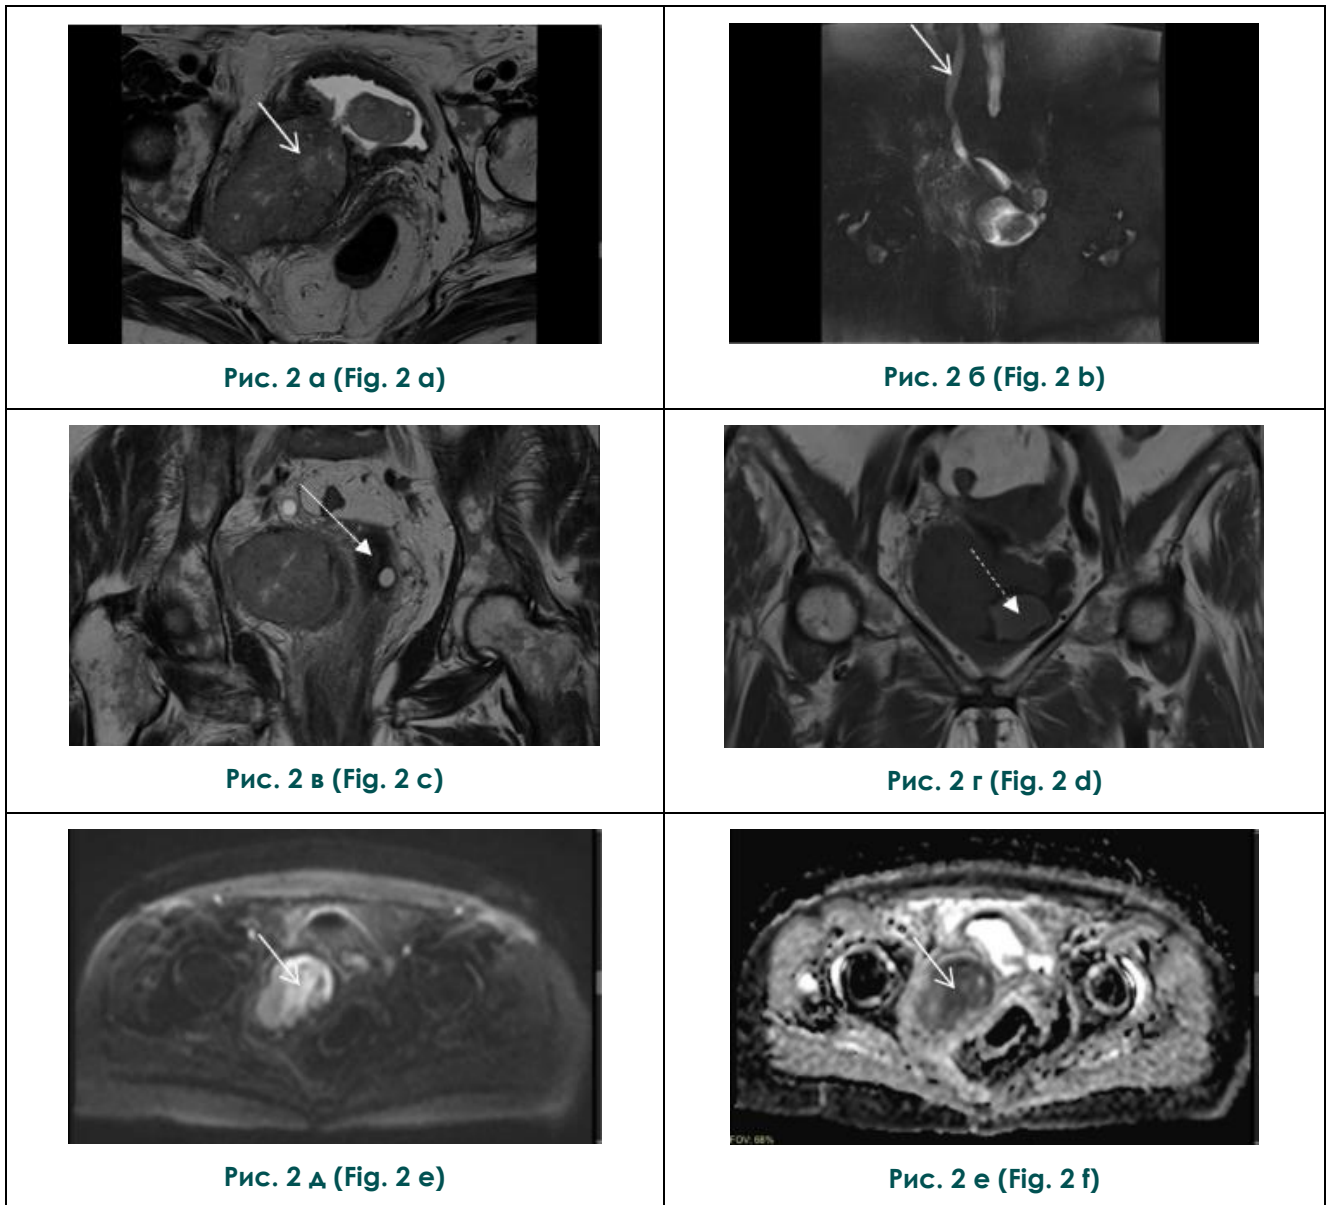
МРТ органов малого таза от июня 2022.
